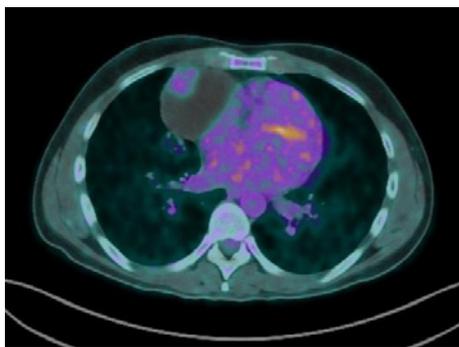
Timoma alla PET-TC.
